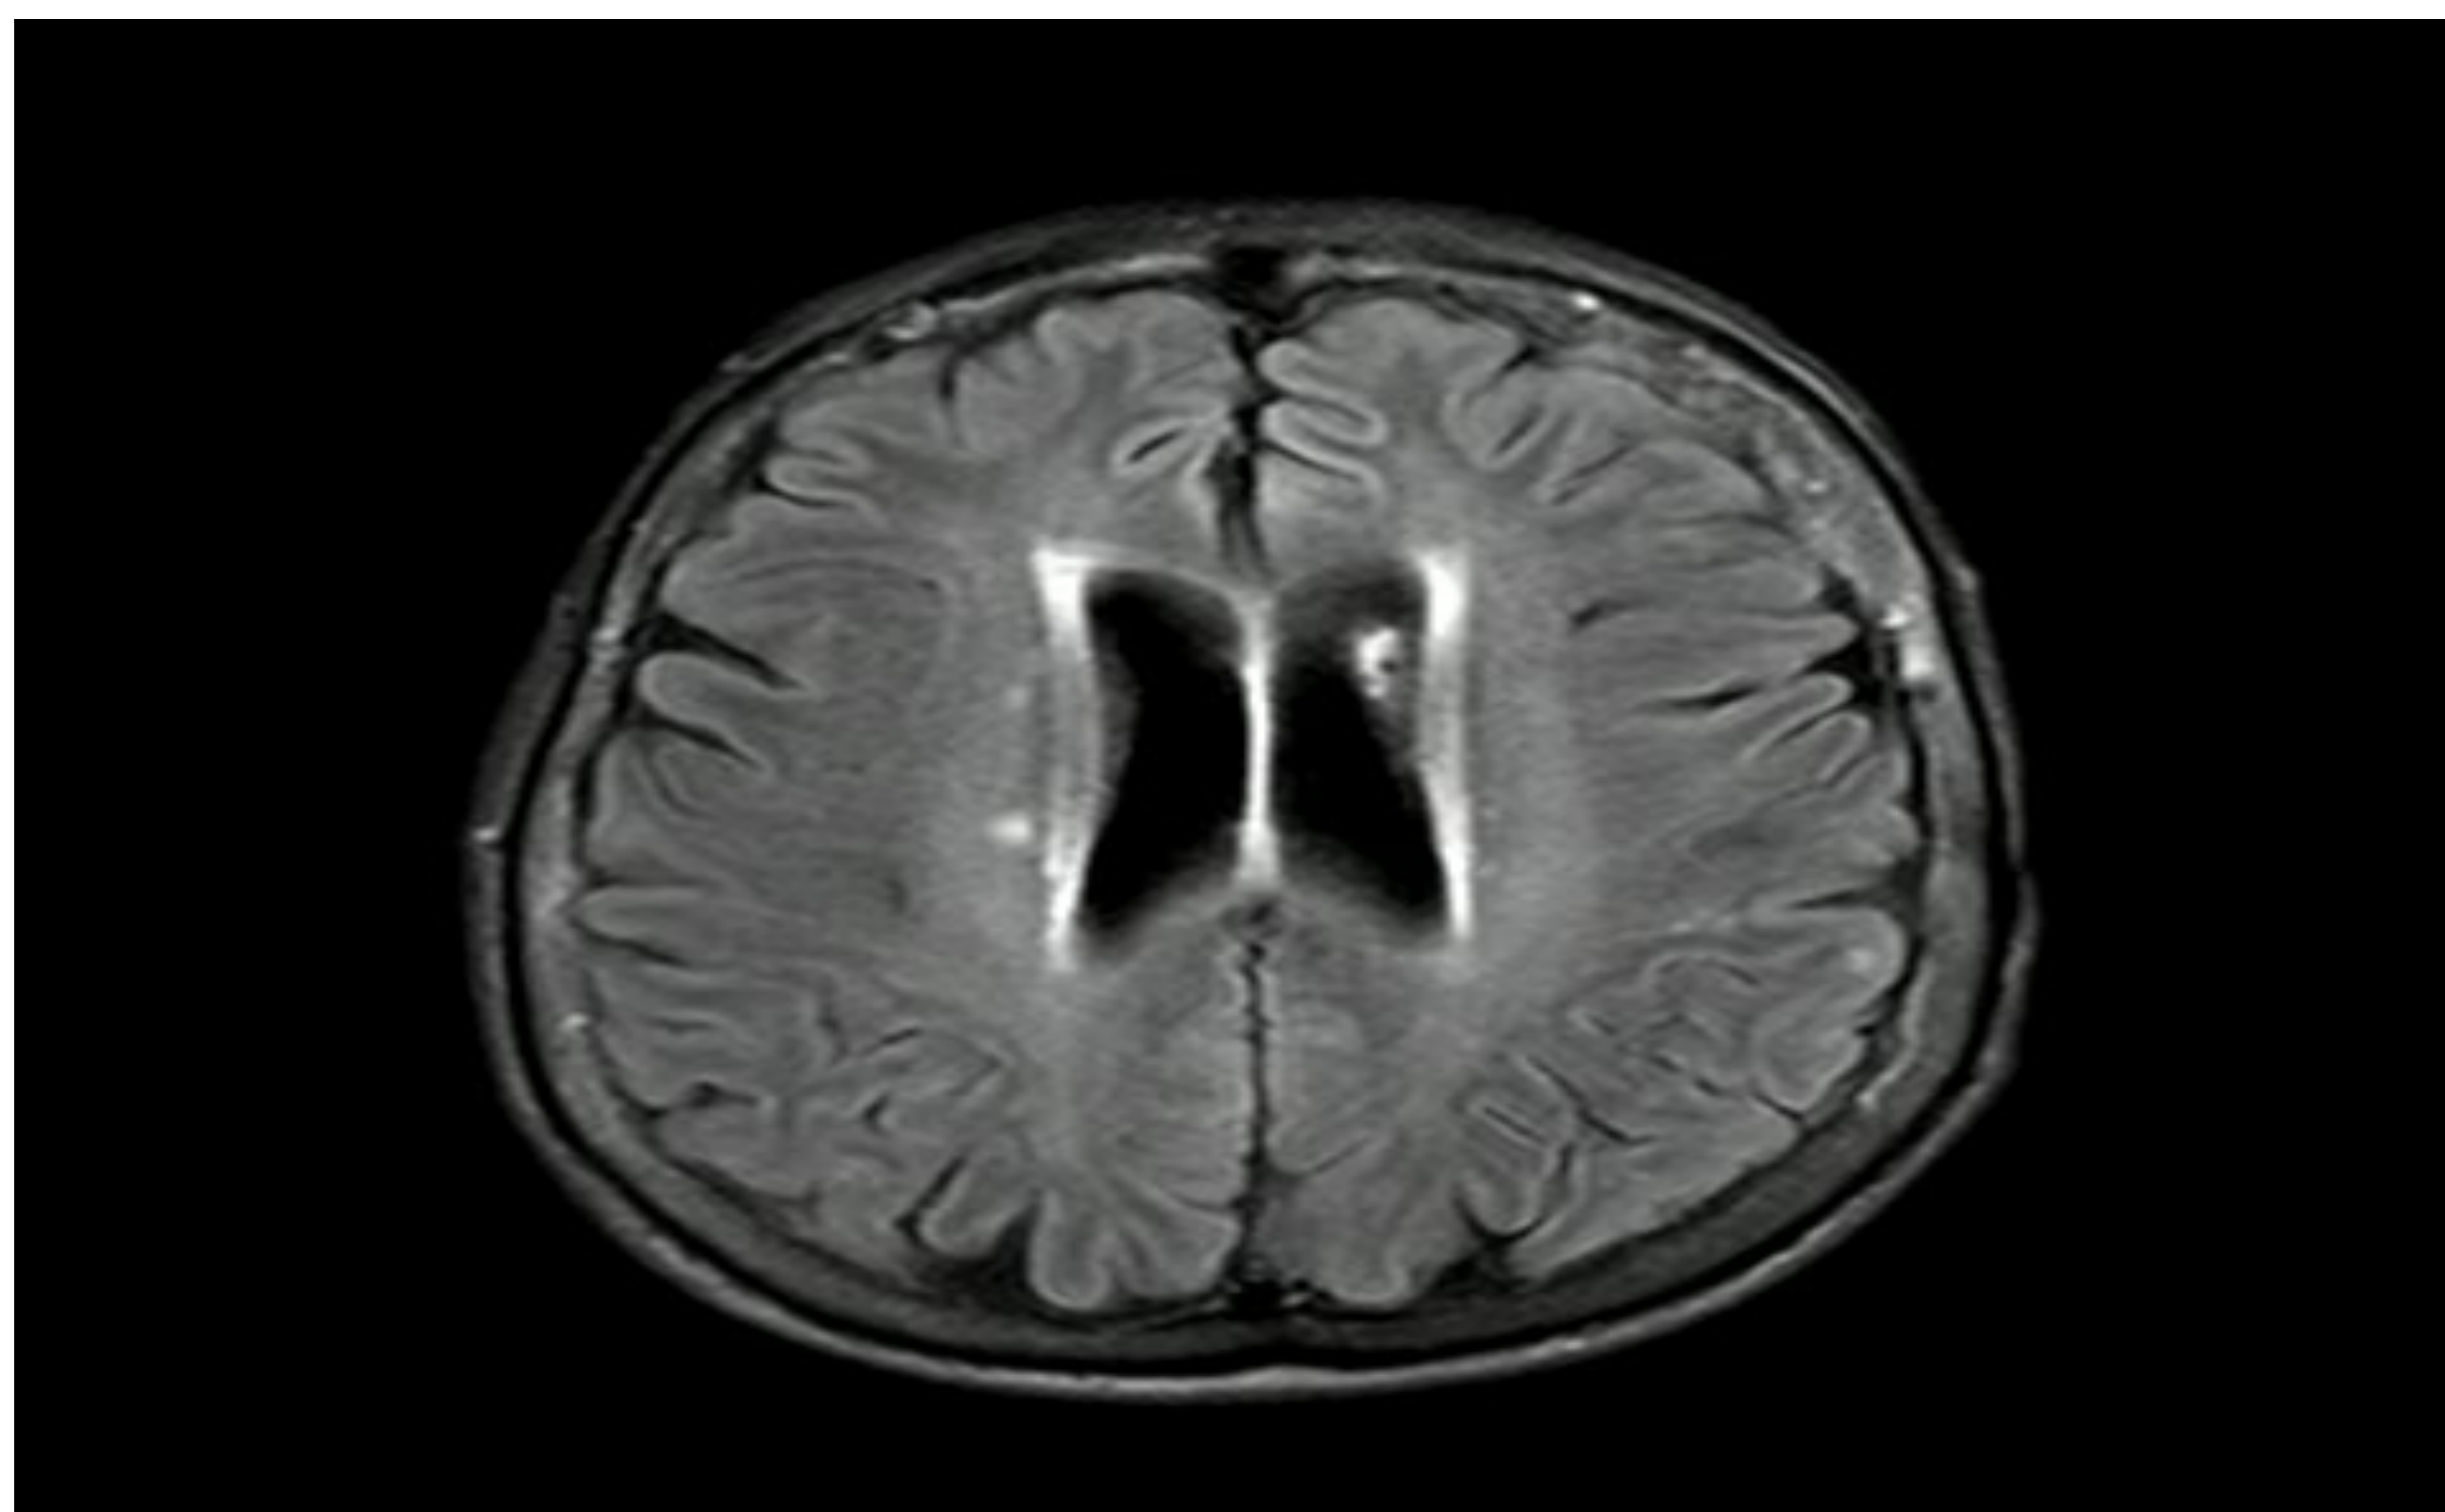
RM Cerebral simple, Imagen de pequeño infarto isquémico subagudo en el aspecto anterolateral del lóbulo parietal izquierdo. Focos hiperintensos en la sustancia blanca supratentorial compatibles con microangiopatía isquémica crónica o hipertensiva (Fazekas I. Atrofia cerebral cortical y central esperada para la edad.
